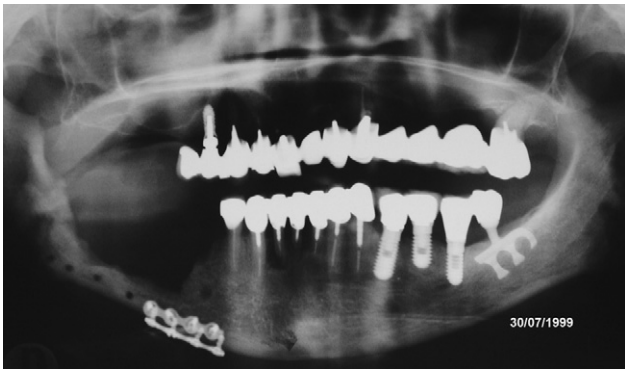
Orthopantomogramme après buccopharyngectomie trépanation mandibulaire.
